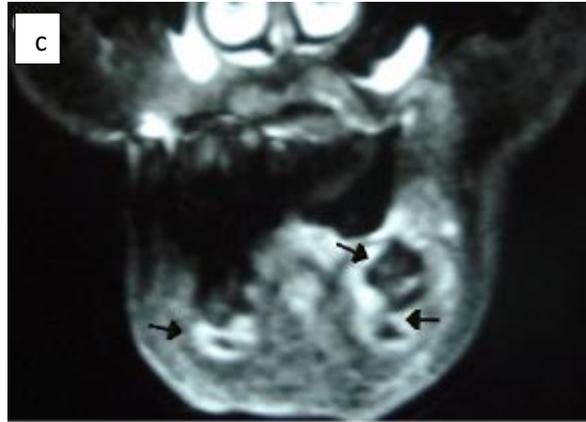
Resonancia magnética (a) Corte axial: se observa un cambio de señal del hueso medular por la osteonecrosis que se extiende hacia las corticales, con afectación de los tejidos blandos adyacentes. (b) Supresión grasa, corte axial: compromiso óseo, afectación de los tejidos blandos con señal hiperintensa. (c) Supresión grasa, corte coronal: se evidencia un aumento de la señal en los tejidos blandos y la mandíbula.¹³
